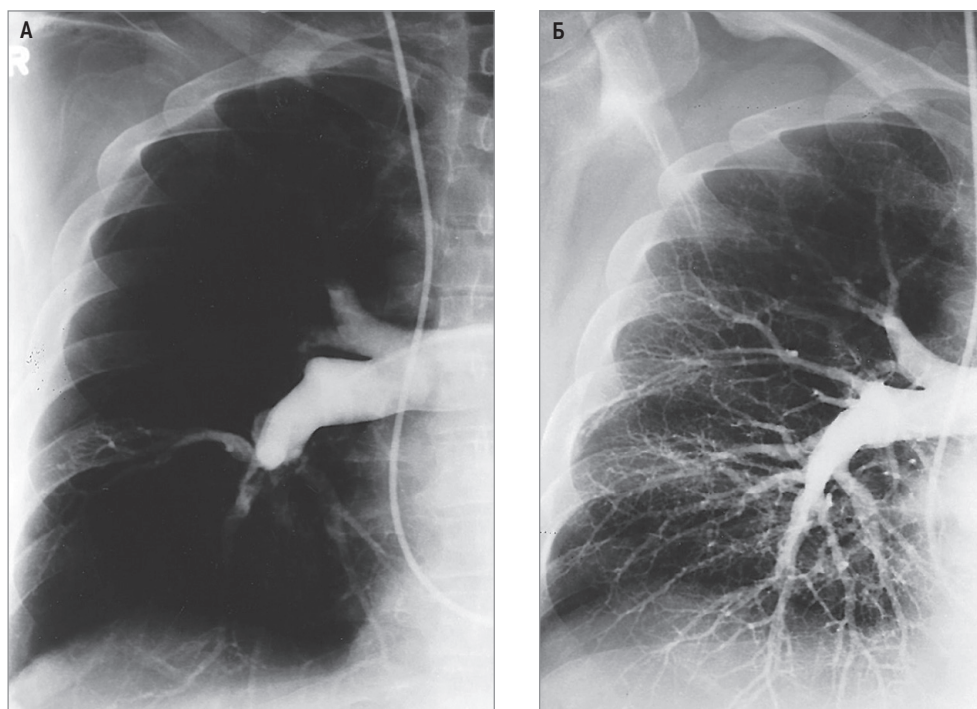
Рентгенконтрастная ангиография правой легочной артерии перед тромбэндартерэктомией и после нее: А – тромбэмболическая окклюзия, вовлекающая правую верхнюю, среднюю и нижнюю долевыми артериями; дооперационная ангиограмма; Б – значительное улучшение артериального кровотока, также подтвержденное улучшением гемодинамических параметров; послеоперационная ангиограмма (из архива J.F. Murray, MD)
